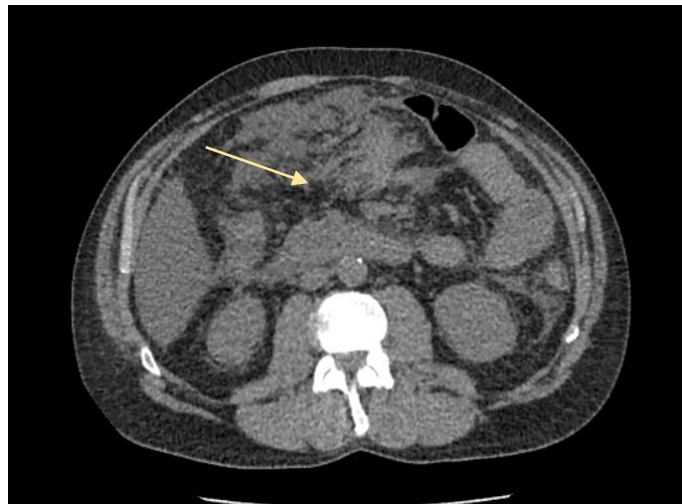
Нативная компьютерная томография органов брюшной полости. Неоднородное скопление жидкости в области сальниковой сумки и забрюшинном пространстве слева
